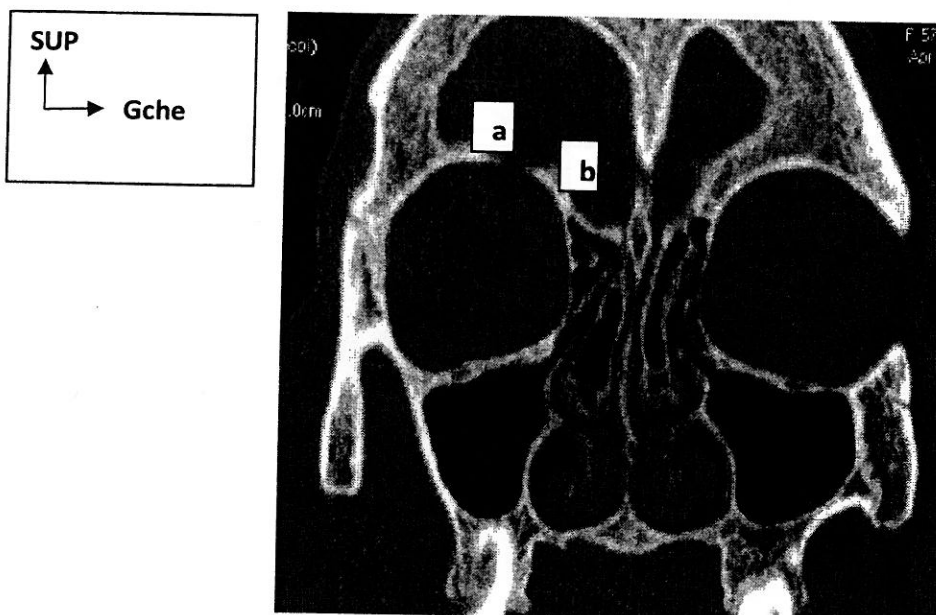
[12] : IRM cranio faciale, en coupe coronale, montrant la paroi supérieure de l'orbite.
